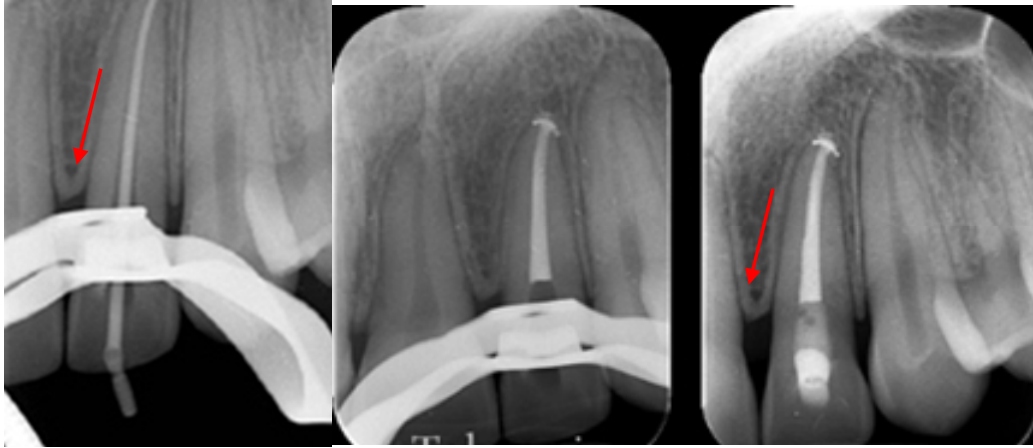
Radiografías donde se aprecia una condensación de la lámina dura.
